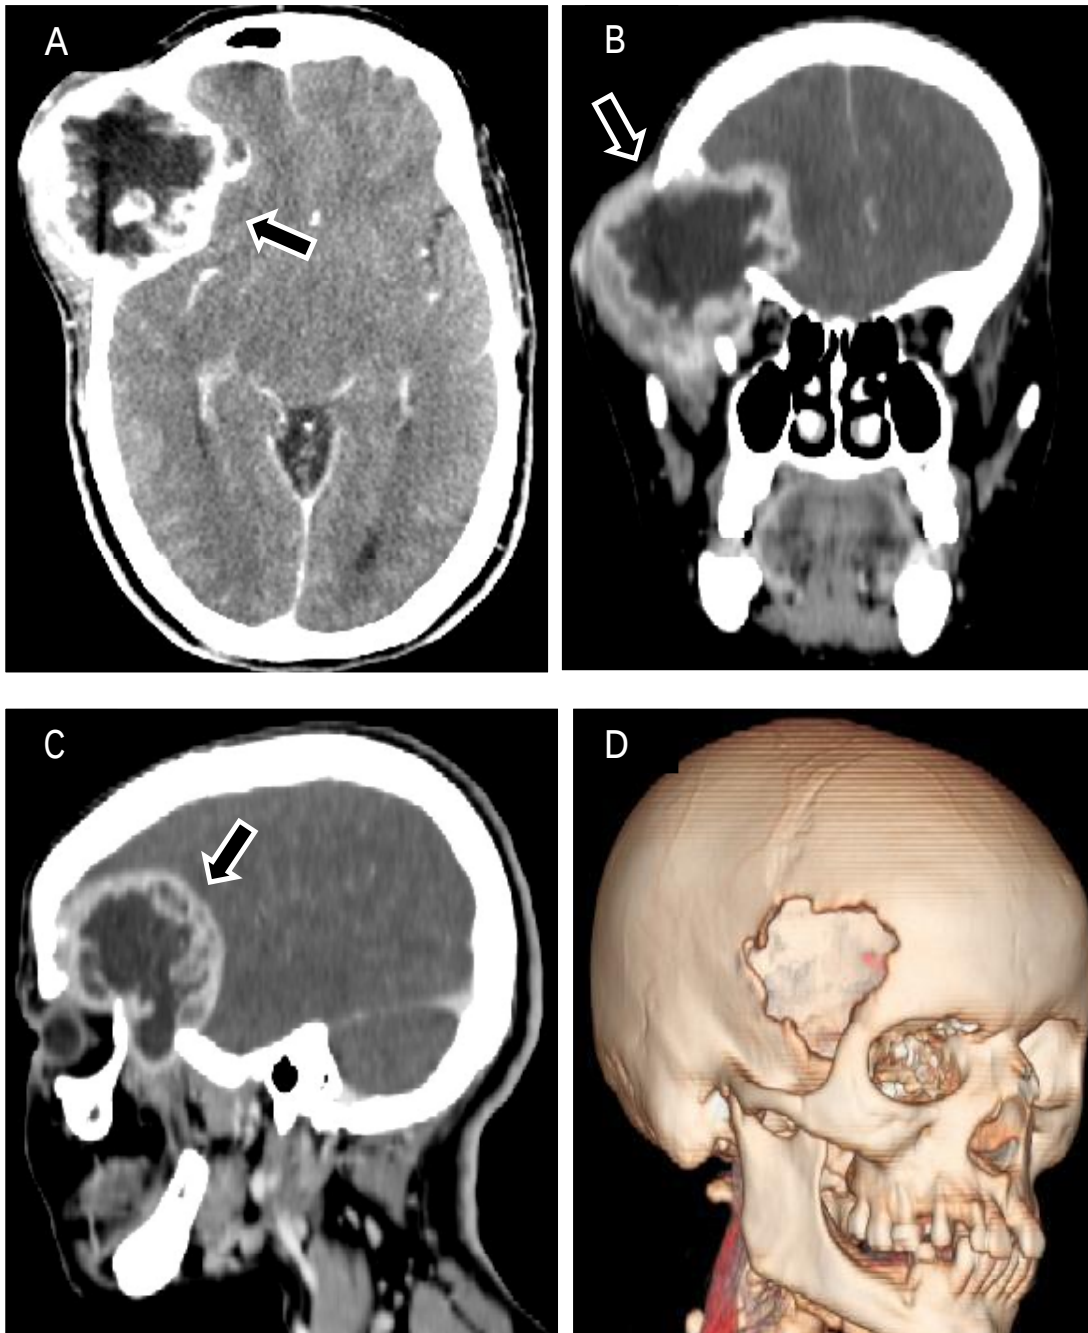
Patiente de 42 ans, suivie pour NF1 et qui présente une masse ferme douloureuse. TDM cérébrale avec injection de PDC iodé en acquisition axiale (A) avec des reconstructions sagittale (B), coronale (C) et VRT (D). Volumineuse masse tissulaire ostéolytique (—) centrée sur les os frontal et temporal droits, rehaussée de façon hétérogène après contraste .cette masse exerce un effet de masse sur le parenchyme cérébral sans signe d’envahissement. Elle présente une extension endo-orbitaire et dans la fosse infra temporal : Tumeur maligne des nerfs périphériques
